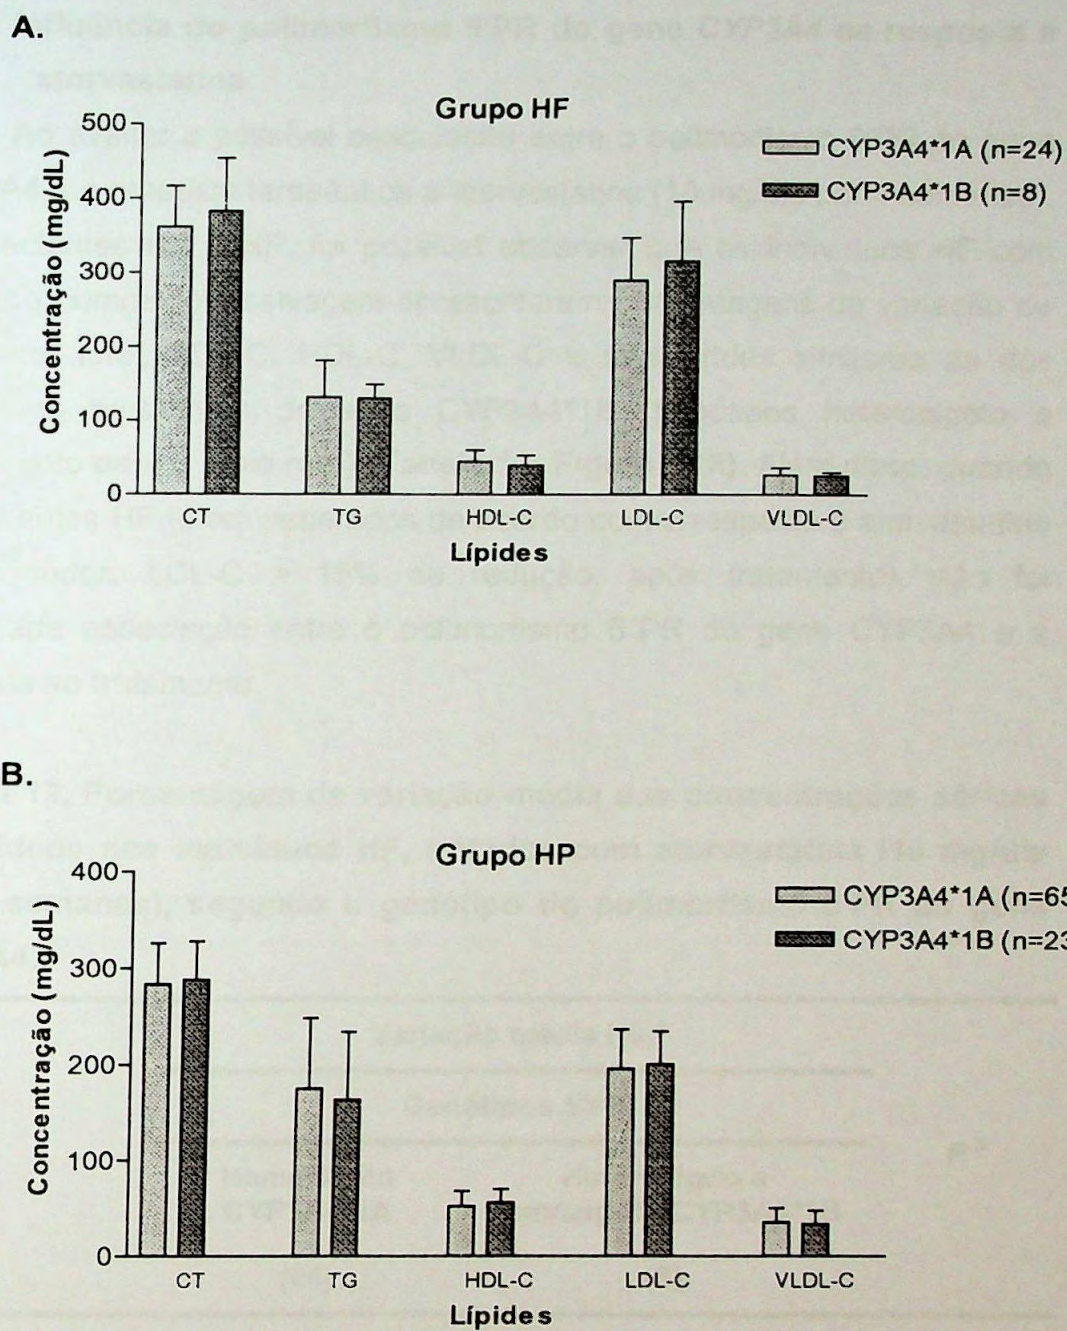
Comparação das concentrações séricas (Média \pm DP) de colesterol total (CT), triglicérides (TG), HDL-C, LDL-C e VLDL-C dos indivíduos dos grupos HF (A) e HP (B), de acordo com os genótipos do polimorfismo 5'PR do gene CYP3A4. $P > 0,05$ (teste *t*).
